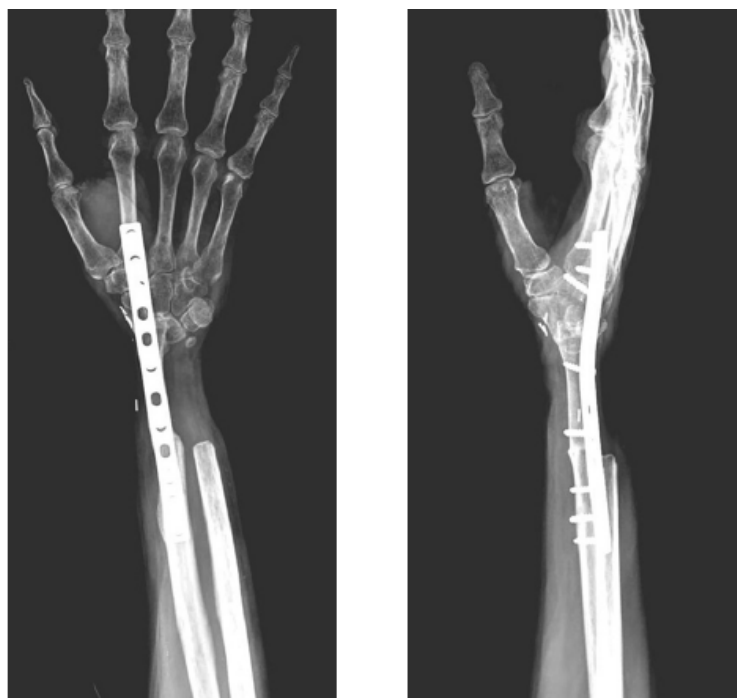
Radiographies post-opératoires face et profil d'une arthrodèse totale de poignet avec translocation de l'ulna distale.
